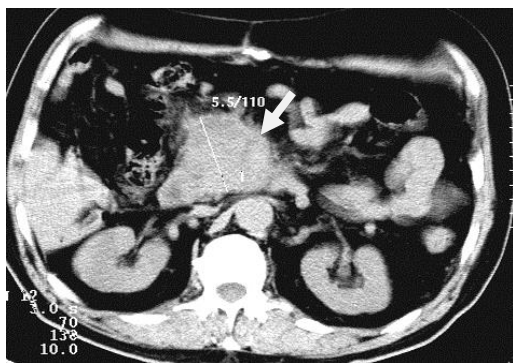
КТ-скан. Рак головки поджелудочной железы. Большое новообразование в головке поджелудочной железы со сниженной и неоднородной денсивностью (стрелка)
